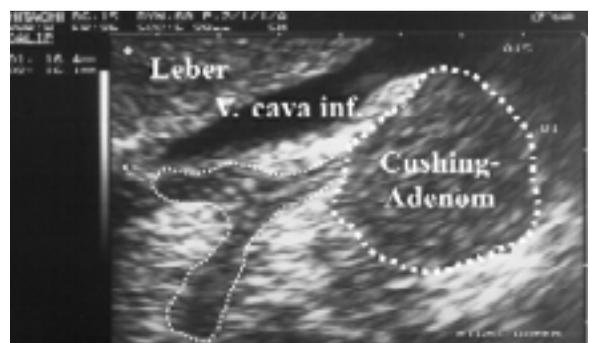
Endosonographische Darstellung der rechten Nebenniere - Cushing-Adenom des lateralen Schenkels (16 mm)
